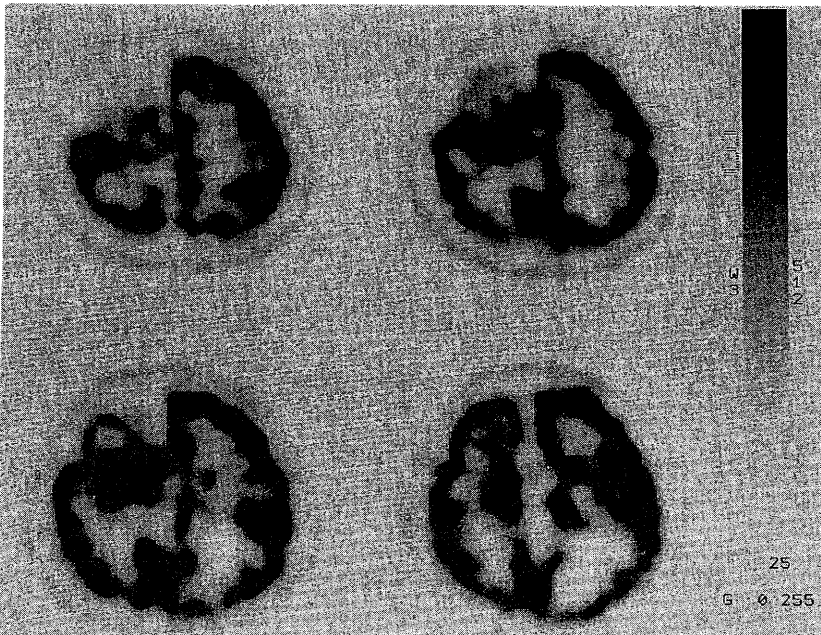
<sup>99m</sup>Tc - HMPAO SPECT brain perfusion images. The perfusion of the lesion is almost identical with that of the cortex.
